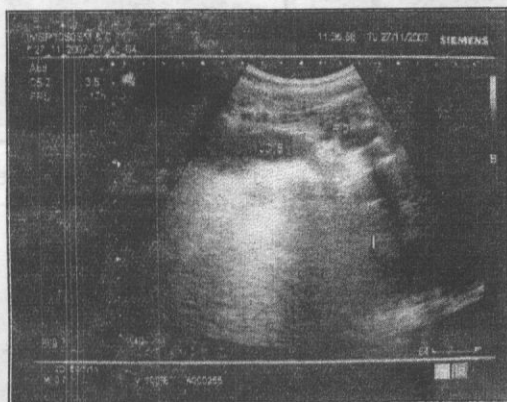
Ecografie renală. Dilatarea sistemului calice-bazinet și a ureterului pe dreapta.
